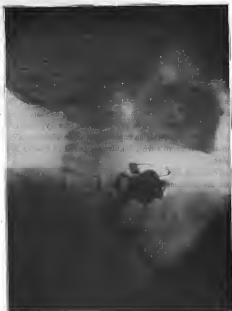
Radiographie du corps étranger œsophagien.
